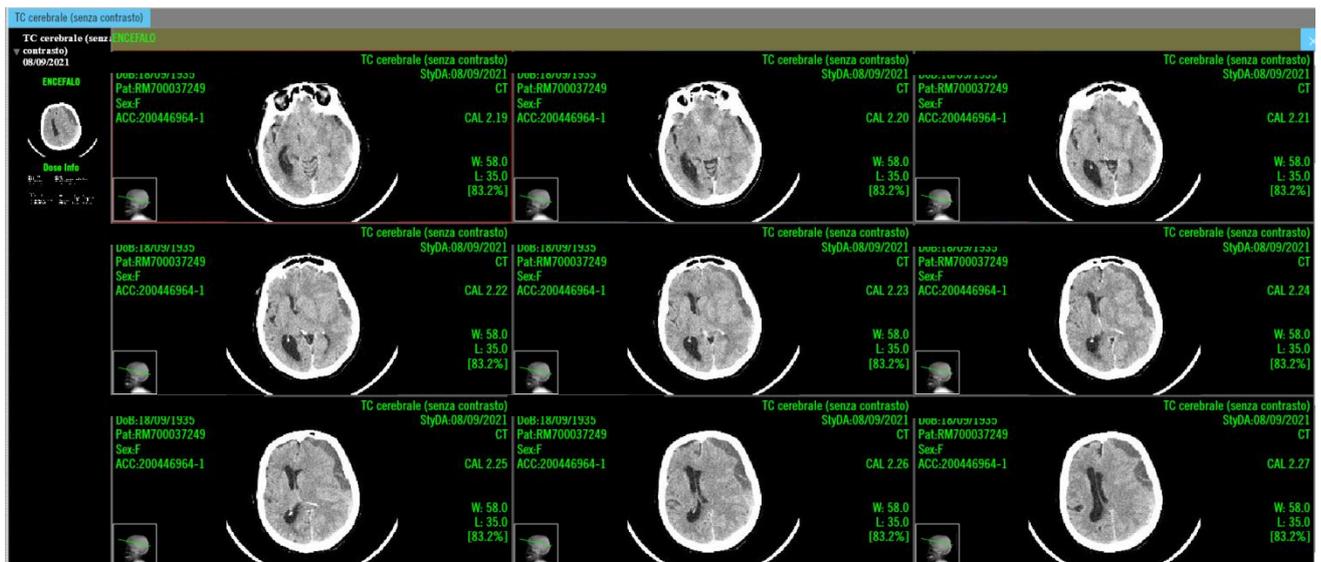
Immagini diagnostiche (TC cerebrale senza contrasto) inviate come allegato al Consulente.
